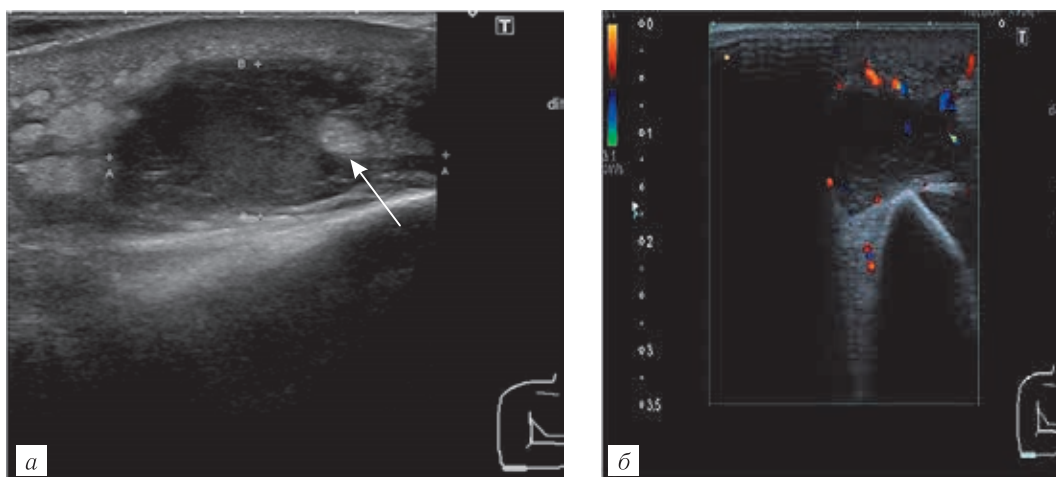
Больной К., 42 года. Гнойный бурсит локтевого отростка: *а* — УЗИ, В-режим, продольное сканирование; *б* — УЗИ, ЦДК, поперечное сканирование. Содержимое синовиальной сумки локтевого отростка гипэхогенное, на фоне которого определялись гиперэхогенные включения (стрелка), капсула сумки плотная (изоэхогенная), умеренно утолщенная и неровная. Усилено кровоснабжение синовиальной оболочки.
